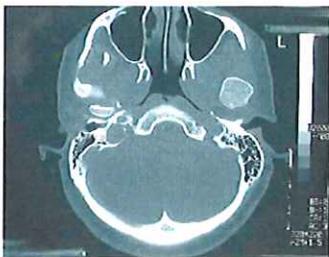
a, b, c: TDM en coupe axiale (a), coronale (b), sagittale (c) : très volumineuse tête condylienne dépassant les limites de la cavité glénoïde
